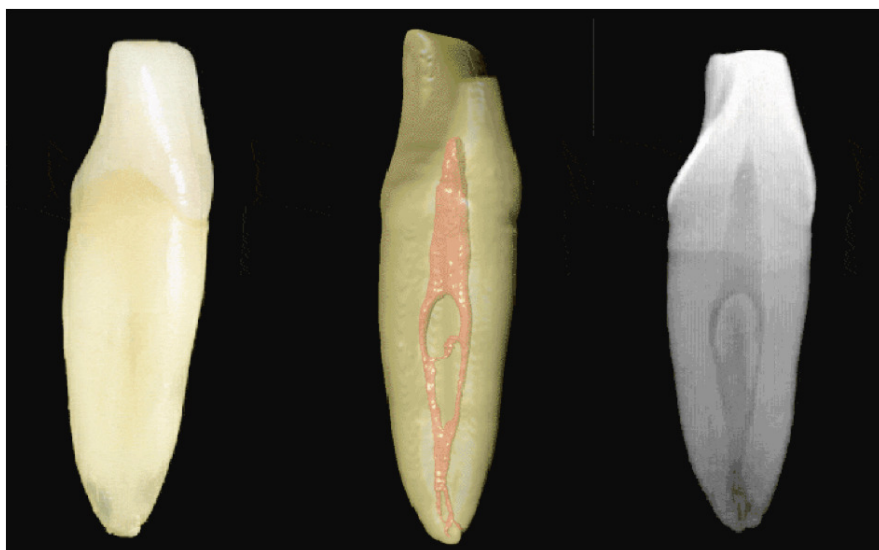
Anatomie eines Unterkiefer-Frontzahns, dreidimensionale Darstellung der Wurzelkanäle und analoge zweidimensionale Röntgenaufnahme [36].
